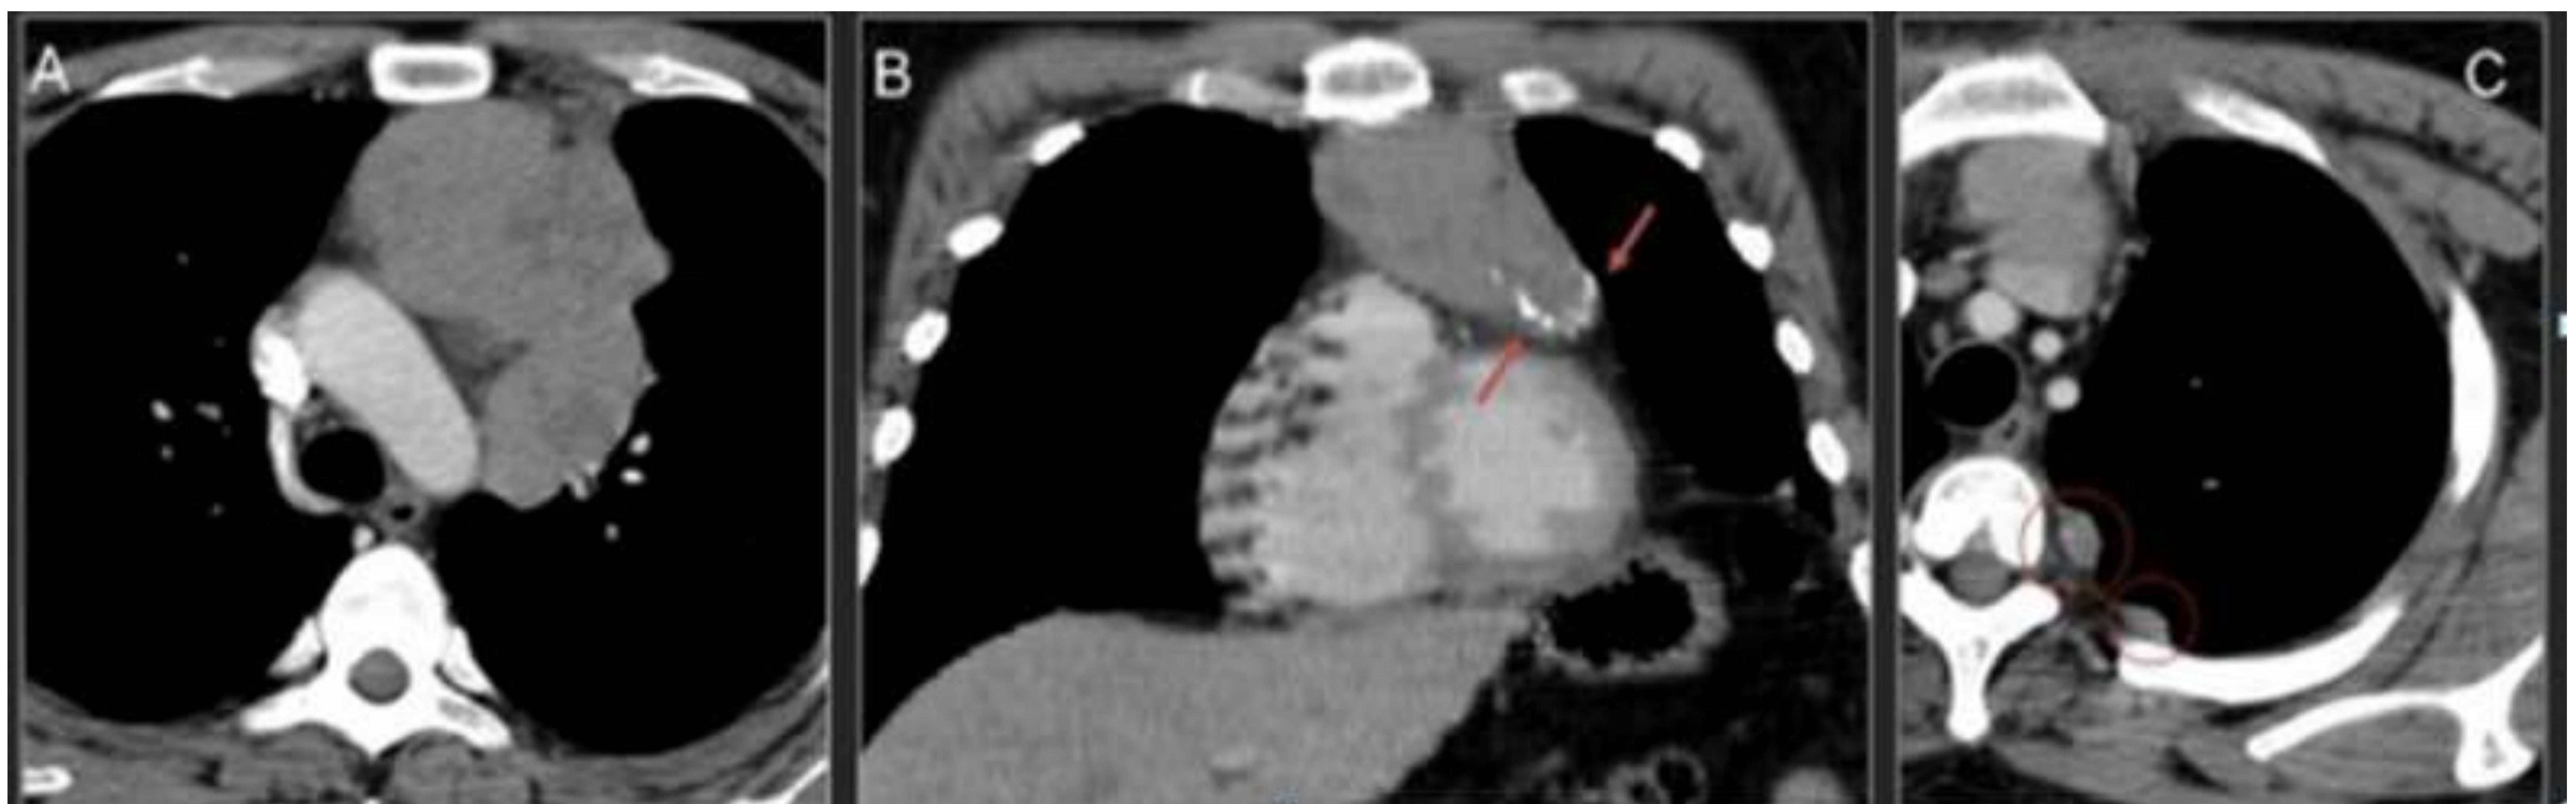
Imágenes TC muestran una masa lobulada de bordes bien definidos y de densidad partes blandas, que se extiende al mediastino anterior izquierdo. La lesión presenta un pequeño grupo de calcificaciones. Adicionalmente se identifican pequeñas lesiones subpleurales localizadas en el hemitórax izquierdo sospechosas de corresponderse con metástasis pleurales. Corresponde con TIMOMA INVASIVO.
